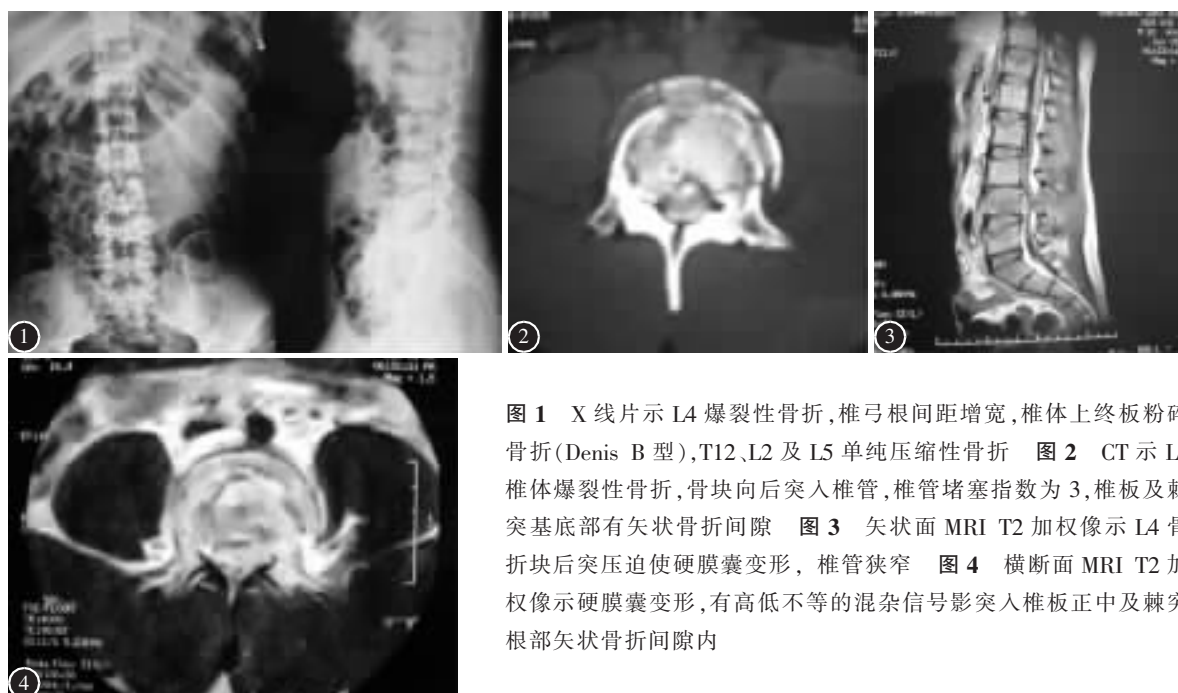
X 线片示 L4 爆裂性骨折,椎弓根间距增宽,椎体上终板粉碎骨折(Denis B 型), T12、L2 及 L5 单纯压缩性骨折 图 2 CT 示 L4 椎体爆裂性骨折,骨块向后突入椎管,椎管堵塞指数为 3,椎板及棘突基部有矢状骨折间隙 图 3 矢状面 MRI T2 加权像示 L4 骨折块后突压迫硬膜囊变形,椎管狭窄 图 4 横断面 MRI T2 加权像示硬膜囊变形,有高低不等的混杂信号影突入椎板正中及棘突根部矢状骨折间隙内
